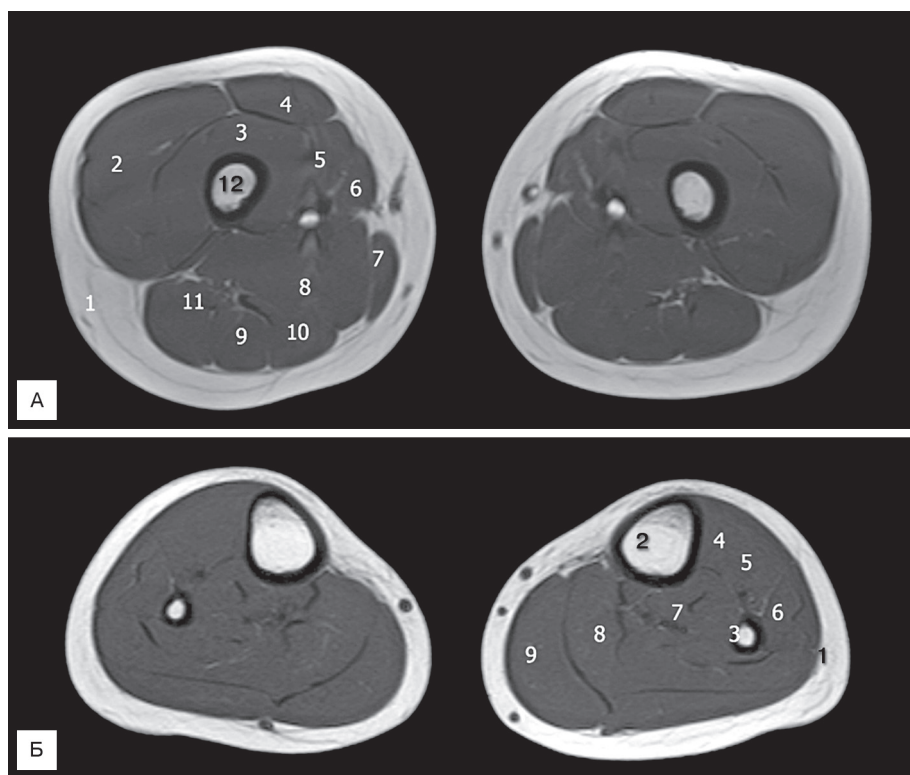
Нормальное МРТ-изображение бедра (А) и голени (Б) здорового ребенка.
